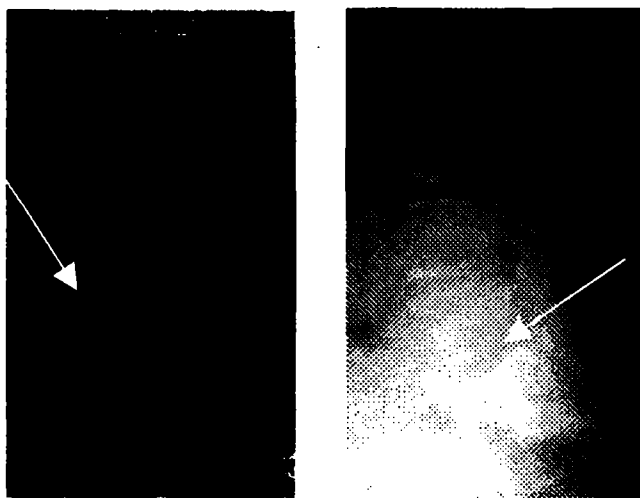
Рентгенограмма больной К., 50 лет (и.б. № 8-2000) в прямой и боковой проекции
